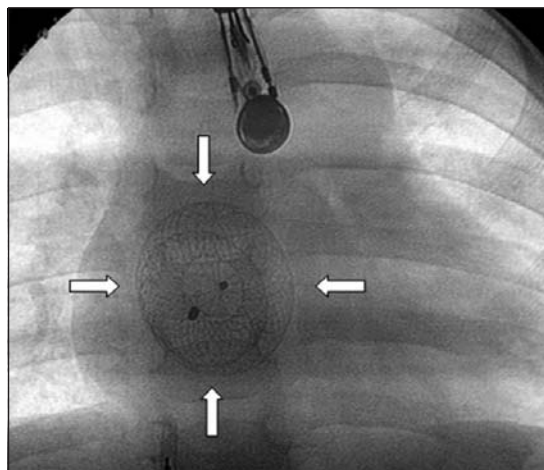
Radiografía en proyección pósterio-anterior observando el dispositivo Amplatzer ASD normoposicionado, señalado por las flechas.
